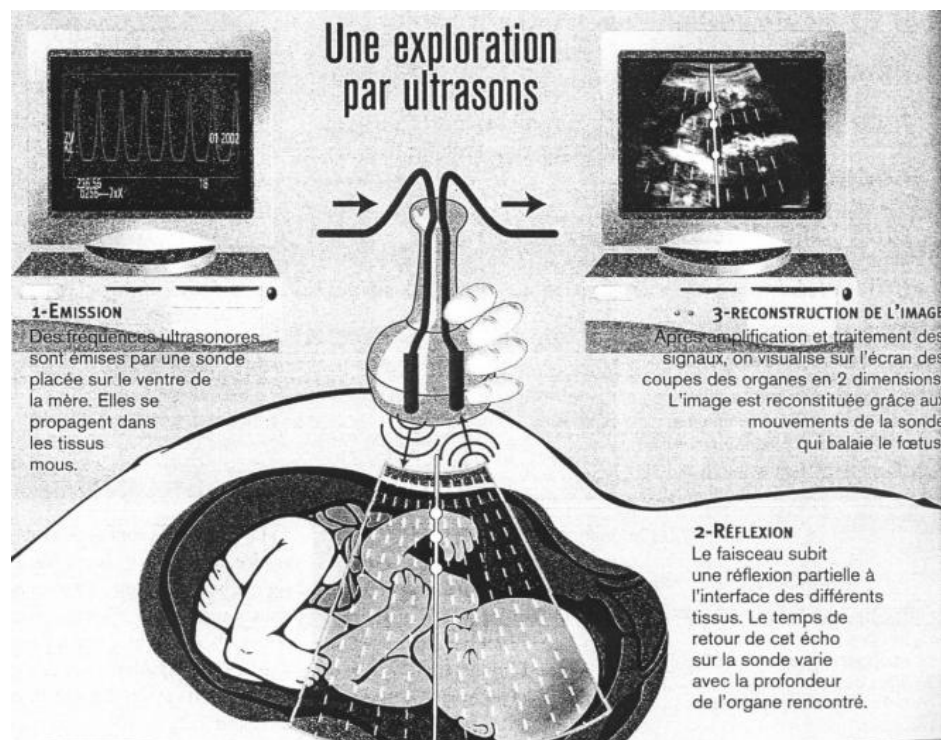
Une exploration par ultrasons. (Tiré de : tpechographie.e-monsite.com)
